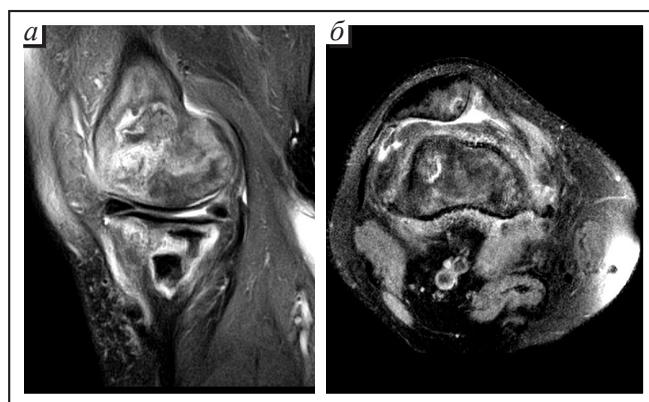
МРТ правого коленного сустава
